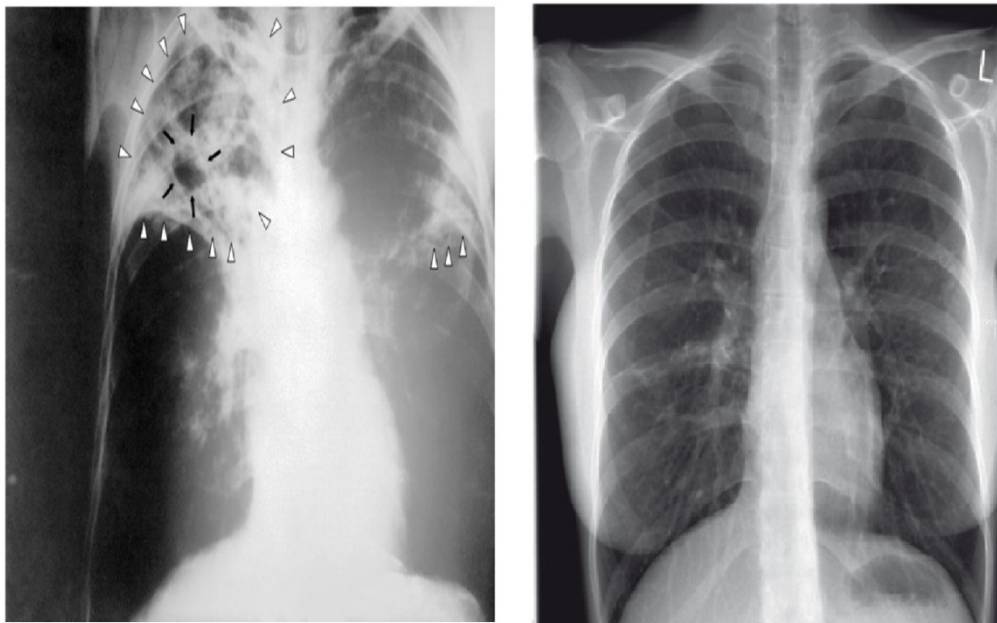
Radiographie d'un patient ayant une tuberculose pulmonaire bilatérale à un stade avancé
